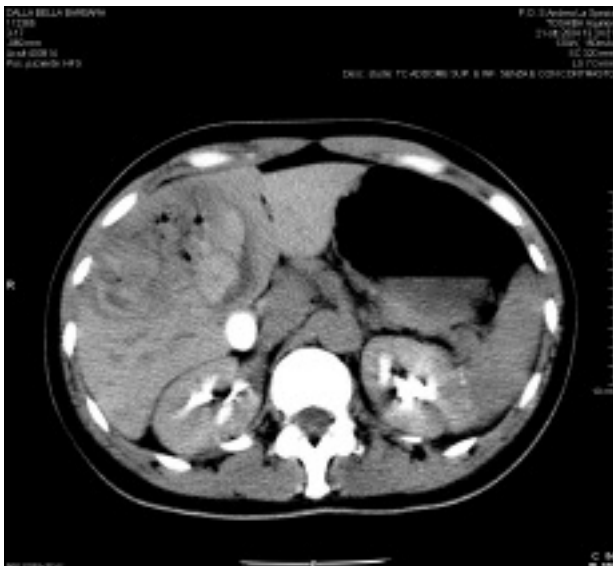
TC addominale all'ingresso.
